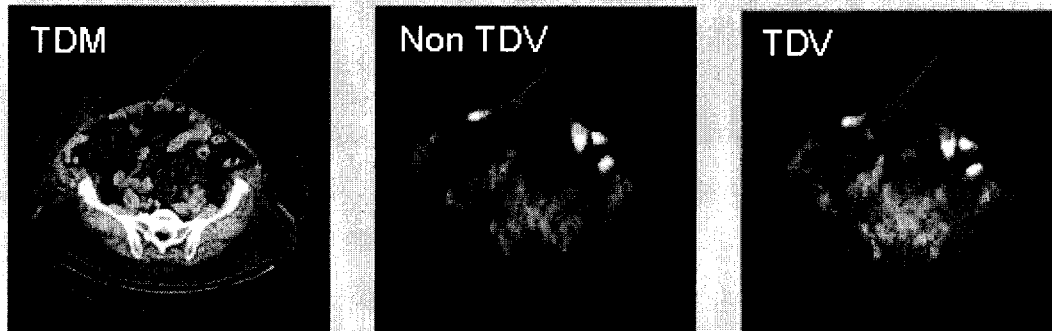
Reconstruction d'une tranche transversale de l'image de l'abdomen d'un homme obèse en utilisant l'information temps de vol (TDV). Image de transmission tomodensitométrie (gauche); image d'émission TEP reconstruite sans temps de vol (centre), et image TEP reconstruite avec temps de vol permettant d'observer la petite lésion indiquée par la flèche (droite). Extrait du site internet : <http://courses.washington.edu/bioen508/Lecture5-B-PET.pdf>.
